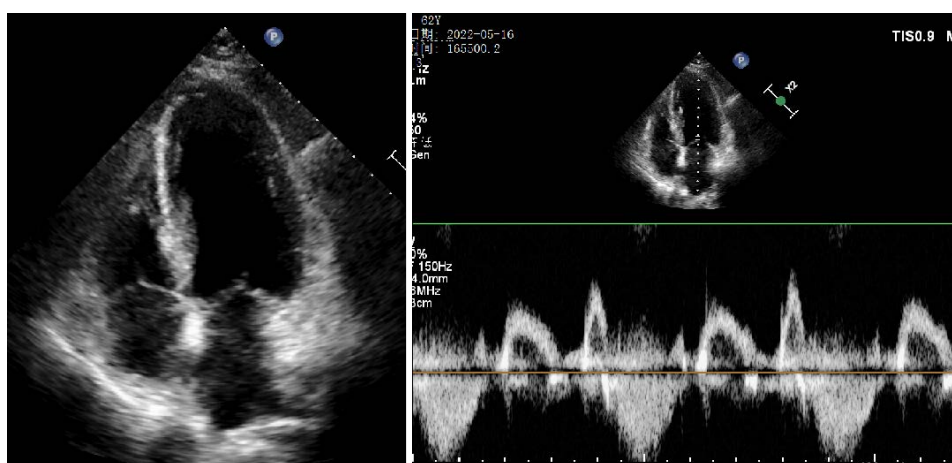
Doppler echocardiography at admission
